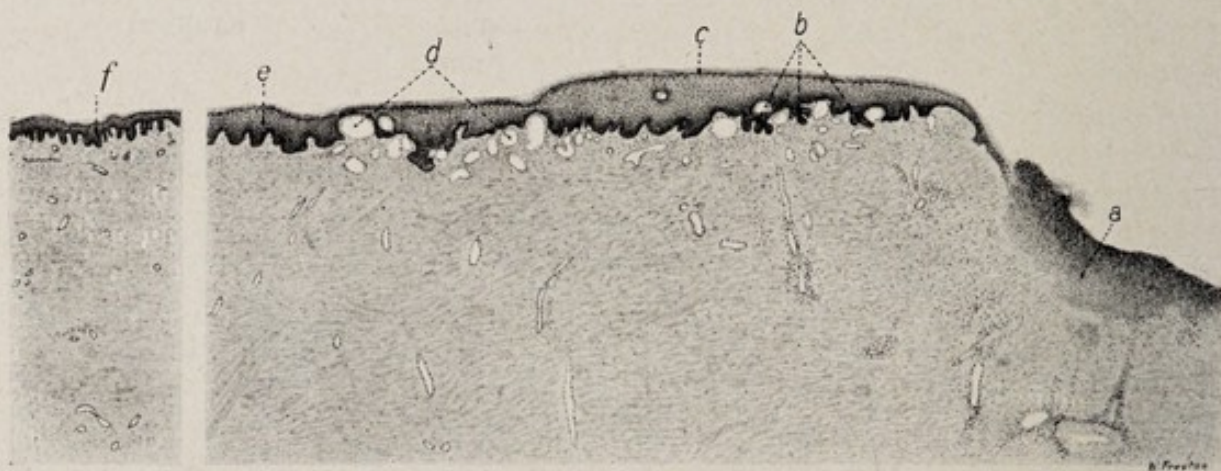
Röntgengeschwür der Brusthaut. *a* tiefgreifender Zerfall. *b* Wucherung der Epithelleisten. *c* Hyperkeratose und Verbreiterung der Körnerschicht. Unter der Oberhaut reichlich erweiterte Kapillaren (*d*). Sehr geringe entzündliche Zellansammlung um die Gefäße trotz dem verhältnismäßig frischen Zerfall. Der Vergleich weiter entfernter normaler Haut (*f*) mit *e* zeigt, daß die Zahl der Kernreihen der Epidermis die gleiche ist. Die „Verdickung“ der Oberhaut bei *e* beruht also ausschließlich auf der Vergrößerung (Quellung) der Zellen (an der gleichzeitigen Verschmälerung der Papillen ebenfalls erkennbar). Übersicht 15fach.
